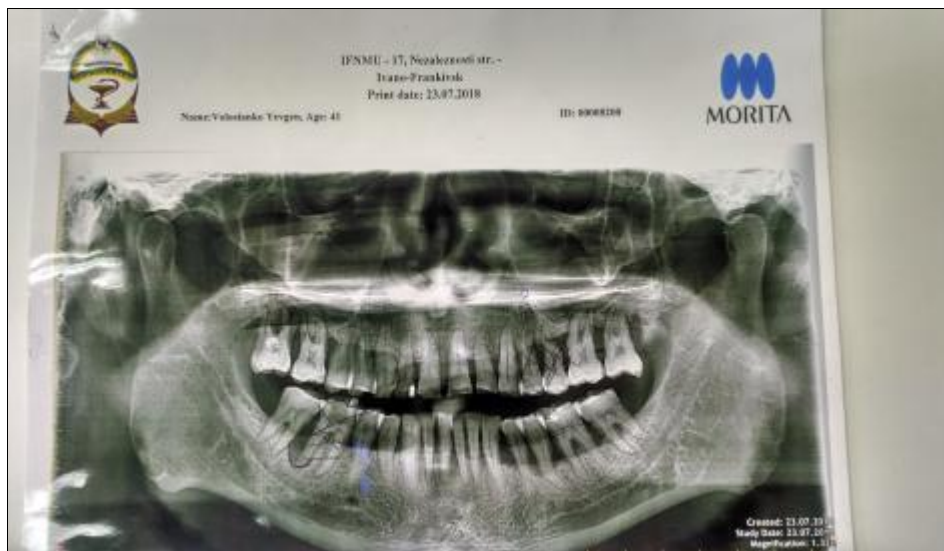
Ортопантомограма хворого В.
